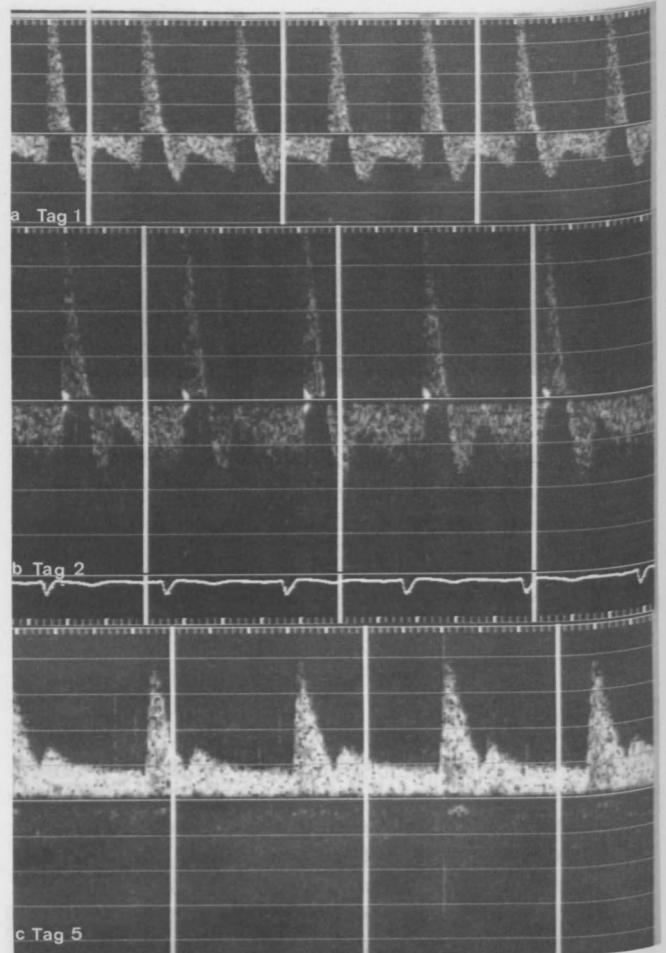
Dopplersonographisches Flußprofil in der A. cerebri ant. bei schwerer Subarachnoidalblutung auf Grund einer Thrombozytopenie. Systolischer Vorwärtsfluß und diastolischer Rückfluß an Tag 1 und 2 der Erkrankung. Normalisierung des Flußprofils am Tag 5
